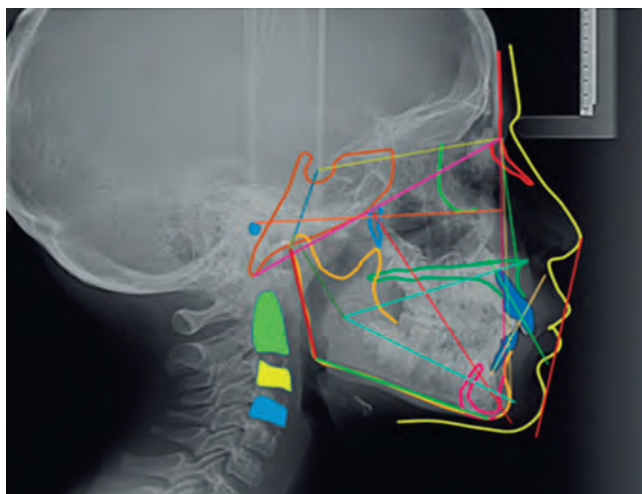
Radiografía lateral, estudio cefalométrico.
